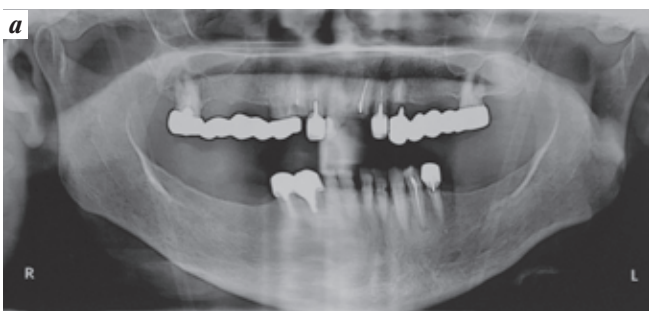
Ортопантомограмма до операции (а) и через 2 года после операции (б). Минивинты расположены в разных плоскостях, что уменьшает возможность расслаивания костной ткани при вкручивании винтов
